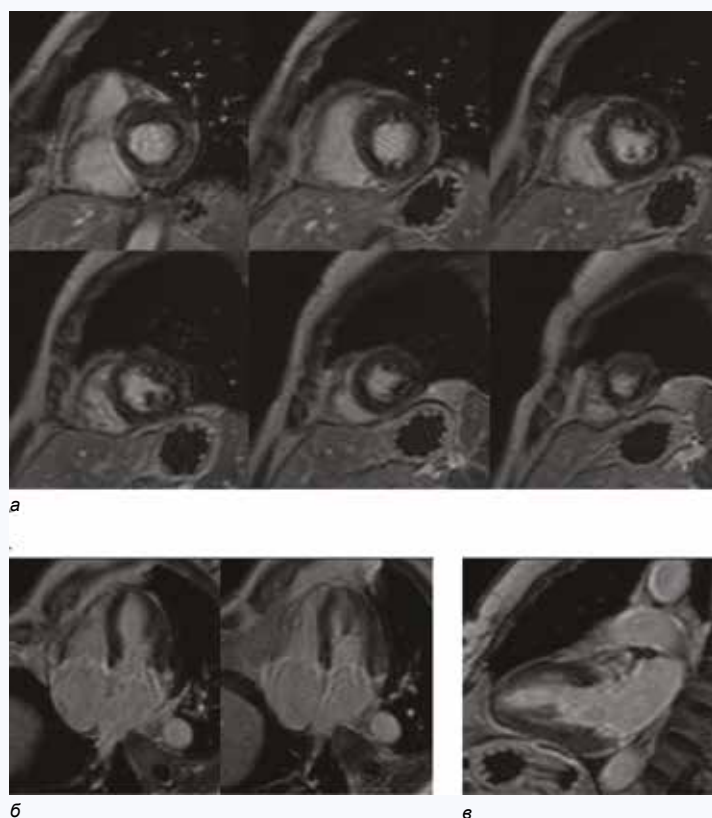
МРТ сердца, последовательность «Inversion recovery» (ИП GRE IR) в отсроченную фазу контрастирования (8–15 мин после внутривенного введения контрастного препарата): а – двухкамерная проекция по короткой оси ЛЖ, б – четырехкамерная проекция по длинной оси левого желудочка, в – двухкамерная проекция по короткой оси левого желудочка
